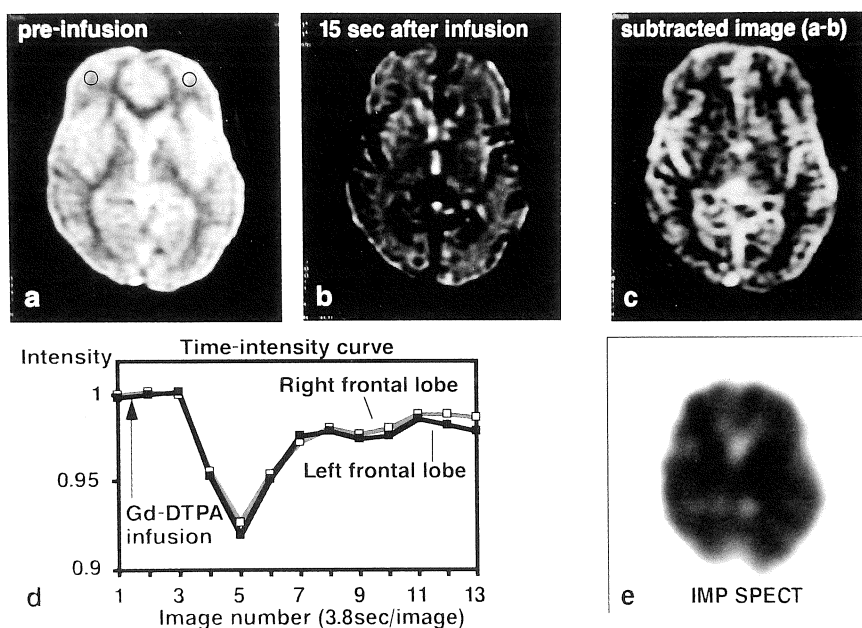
T_2 -weighted dynamic MR study in a 19 year-old female. (a) Precontrast T_2 -weighted gradient echo image (60/29). (b) T_2 -weighted image at peak of Gd-DTPA induced signal attenuation. (c) Subtracted image calculated from a and b. Gray matter showed brighter signal in comparison with white matter. (d) Time-signal intensity curves in bilateral frontal lobes. Signal intensity was reduced about 15 seconds after Gd-DTPA infusion and then recovered. (e) Transaxial ^{123}I IMP SPECT image.
